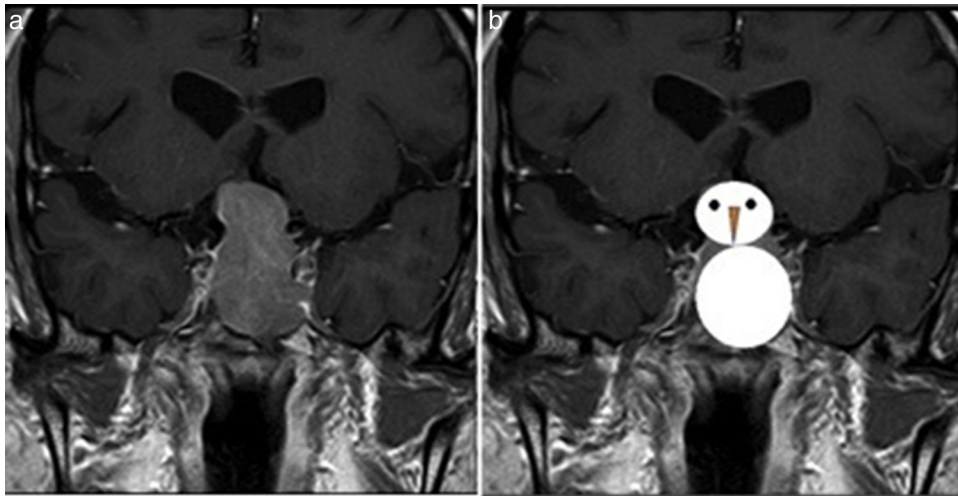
(a) La resonancia magnética en corte coronal, en ponderación T1 tras la administración de contraste intravenoso, muestra una masa que expande la silla turca y se proyecta hacia la región supraselar. (b) El hallazgo recuerda un muñeco de nieve.
